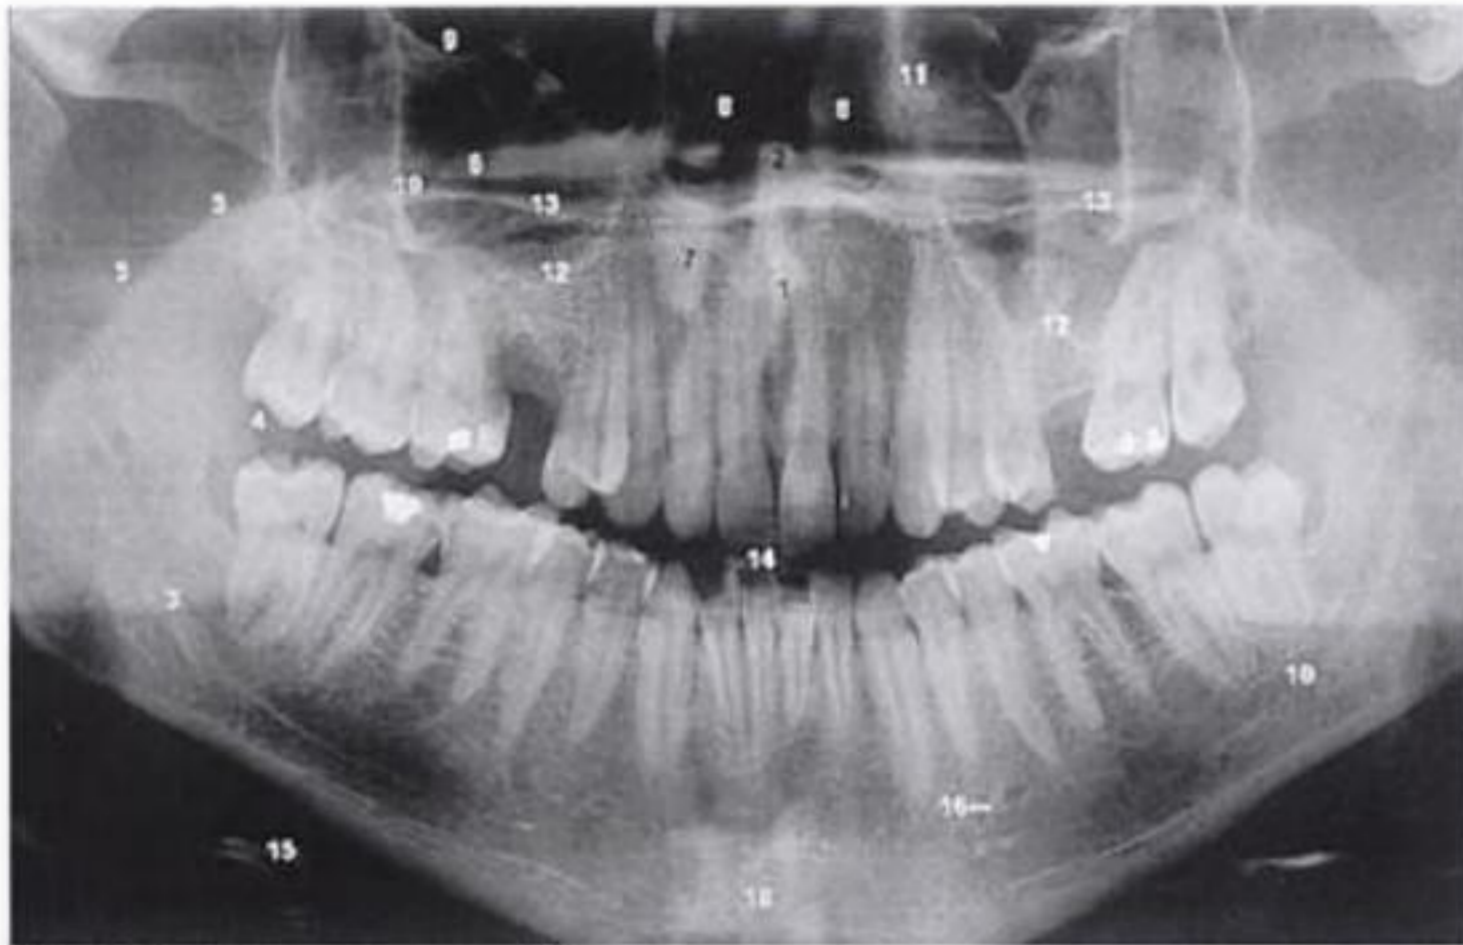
Ortopantomografía.
